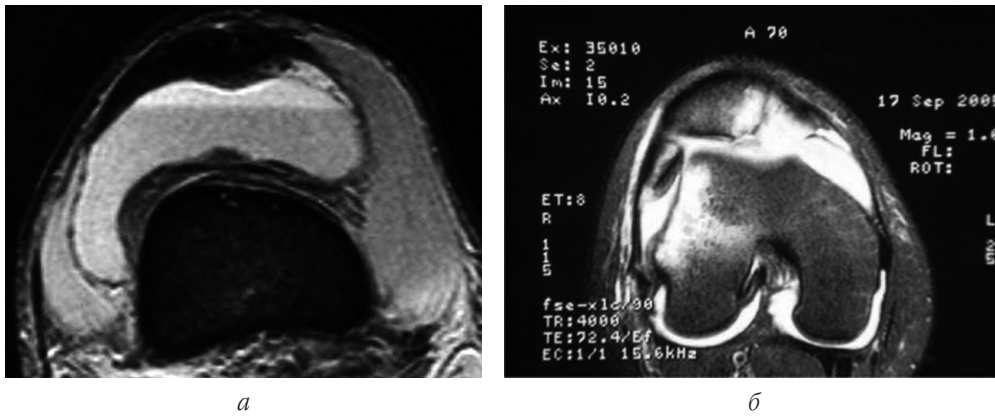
МРТ колінного суглоба після первинного зміщення надколінника:
